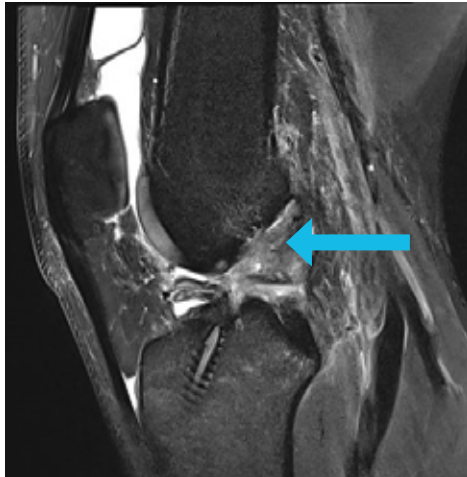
MRT mit gerissenem VKB Transplantat
